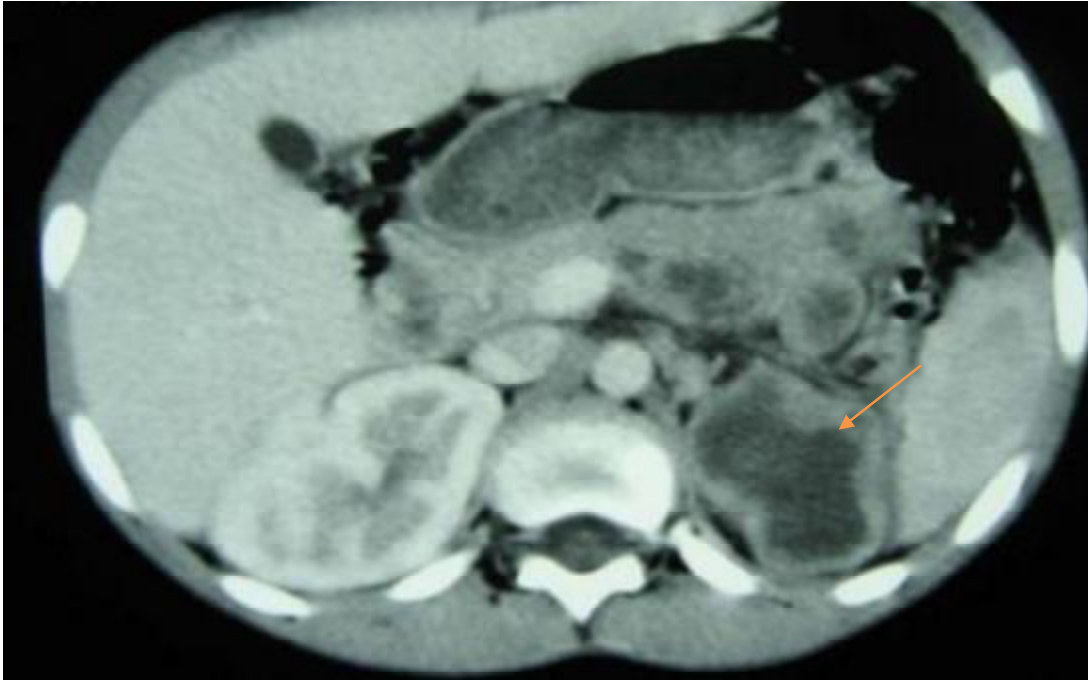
TDM rénale montrant un rein gauche en pyélonéphrite xanthogranulomateuse [89]
